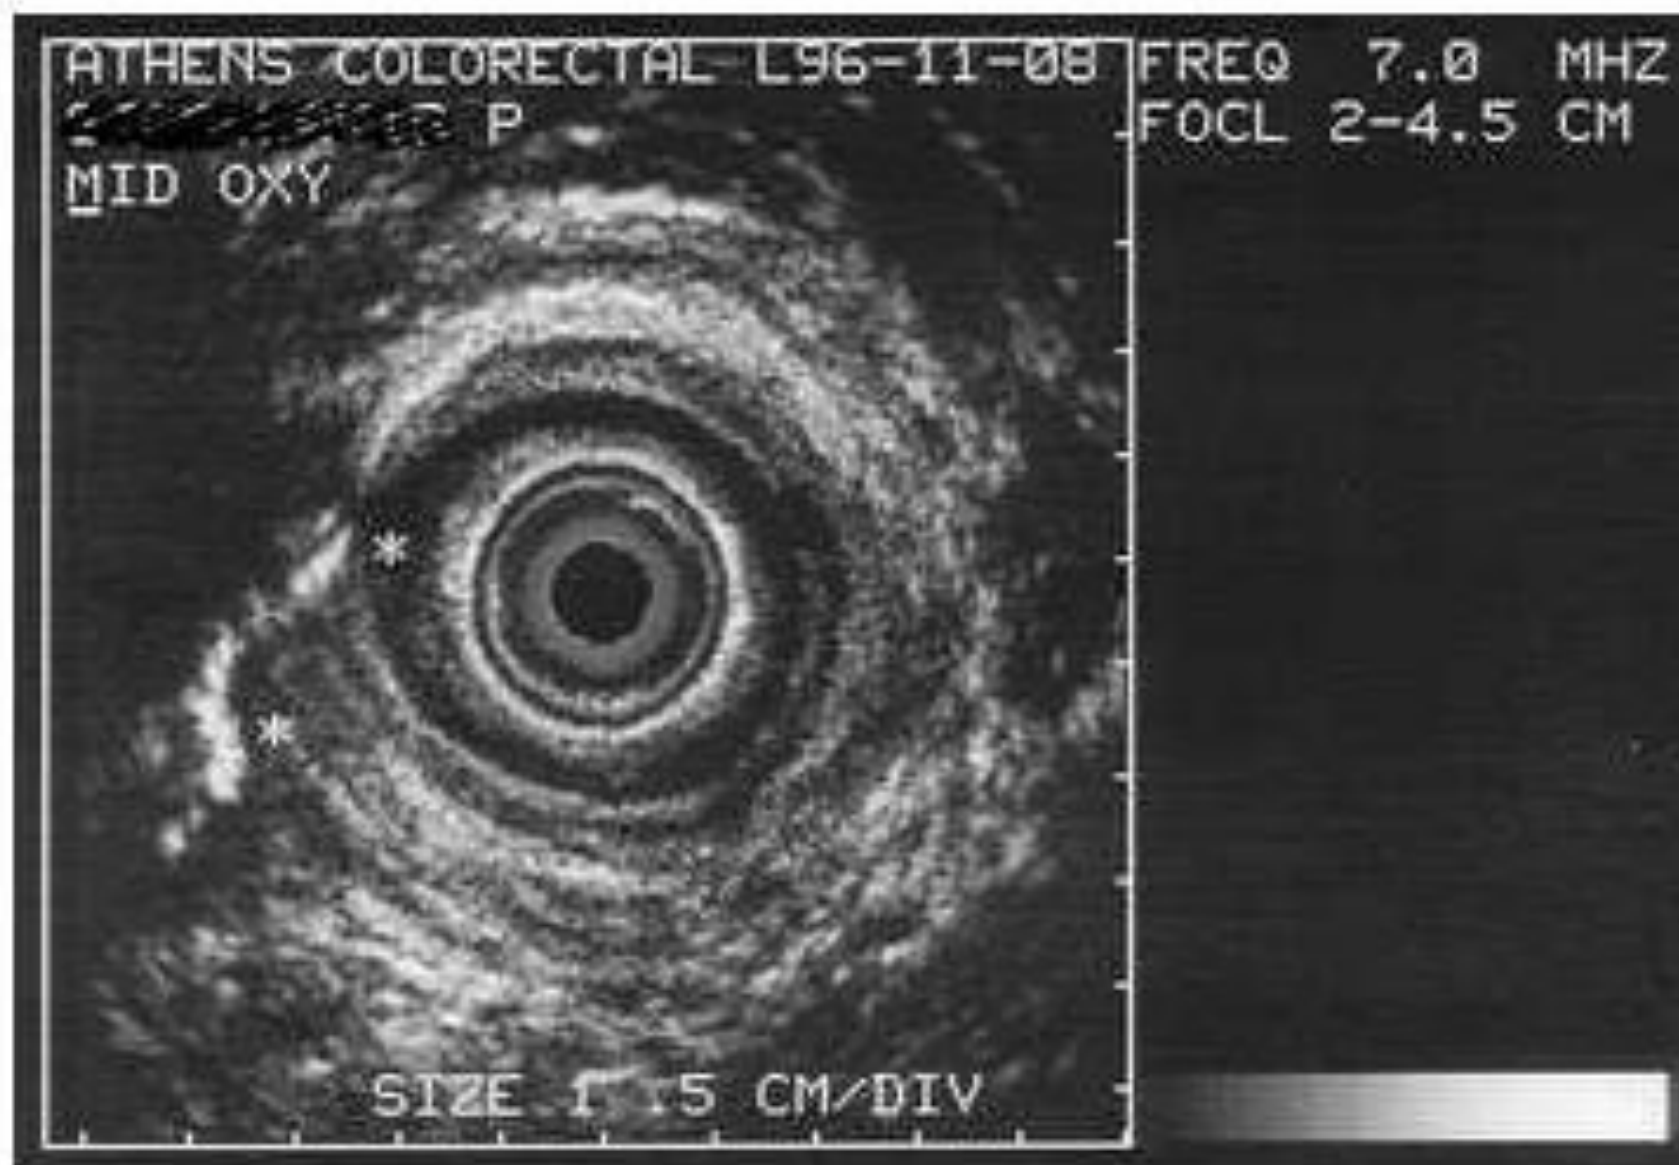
Endoanal ultrasound in a patient with perianal fistula. After hydrogen hyperoxide infusion from the external opening at the 5th hour, the fistula tract and the internal opening at 6th hour are clearly visualized.
